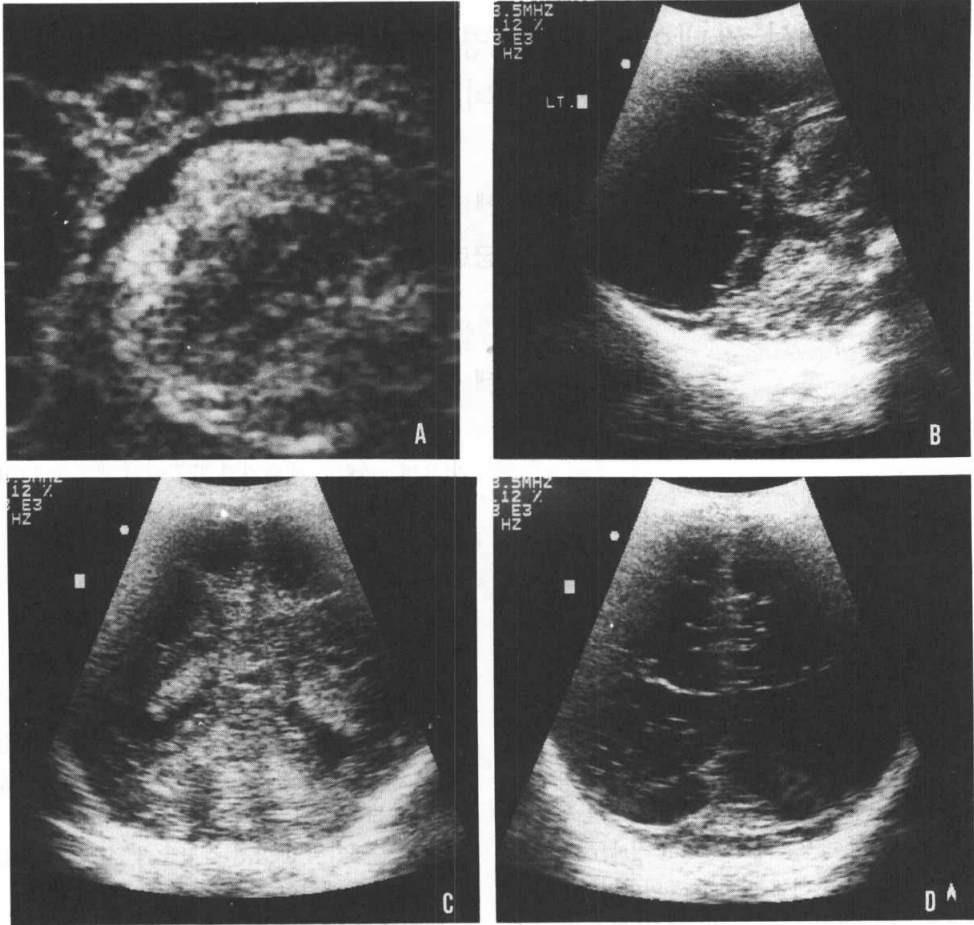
Sagittal (A, B) and coronal (C, D) ultrasound scan demonstrated moderate subependymal germinal matrix hemorrhage, clot attached to the choroid plexus, mild ventricular dilatation, and multicystic leukomalacia along the wall of lateral ventricle. Diffuse encephalomalatic change was also noted in both frontoparietooccipital area.
